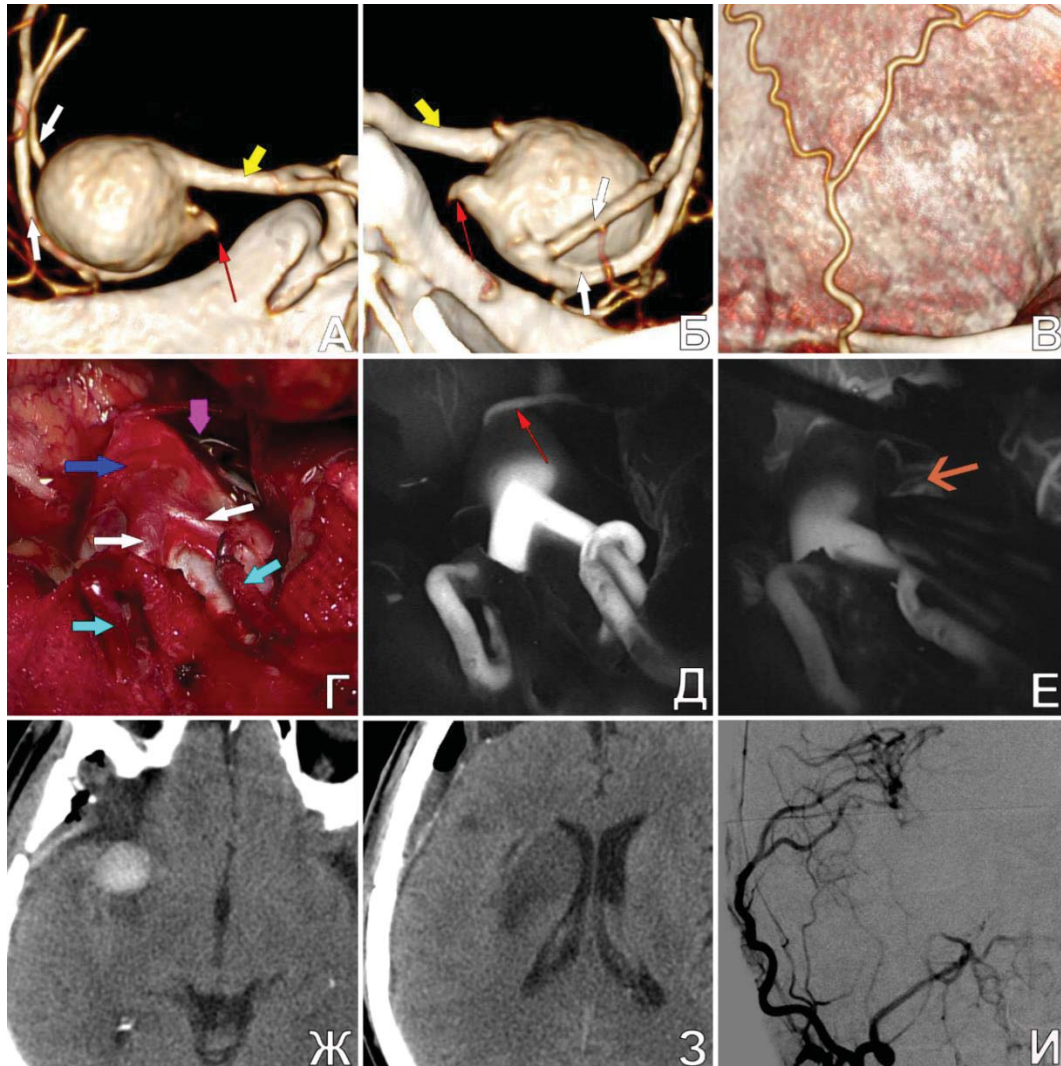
Проксимальное клипирование крупной ФА бифуркации СМА после создания двуствольного ЭИКМА у пациента К., 59 лет. А, Б. КТА (3D) до операции: определяется аневризма СМА справа. Желтой стрелкой указан М1-сегмент СМА, белыми – М2-сегменты, красной – крупная ЛСА, выходящая из аневризмы; В. КТА скальпа: две ветви ПВА; Г. интраоперационное фото. Обозначение стрелок: синяя – тело аневризмы; сиреневая – клипса, наложенная на дистальные отделы М1-сегмента левой СМА; белые – М2-сегменты; голубые – ветви ПВА (доноры) анастомозированные с М2-ветвями СМА; Д. ФВА: хорошее контрастирование шунтов и заполнение М2-ветвей. Красной стрелкой указана крупная ЛСА, заполняющаяся ретроградно через аневризму; Е. ФВА: из медиальной стенки аневризмы отходят и кровоснабжаются ретроградно более мелкие ЛСА (оранжевая стрелка); Ж. КТ п/о: тромбированный купол аневризмы; З. определяется очаг ишемии в зоне ЛСА справа; И. ЦАГ п/о: хорошее кровенаполнение двух ЭИКМА
